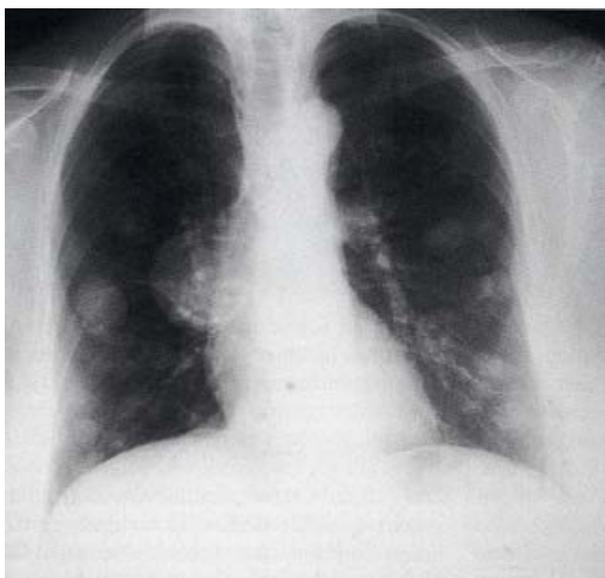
Рентгенографии грудной клетки
